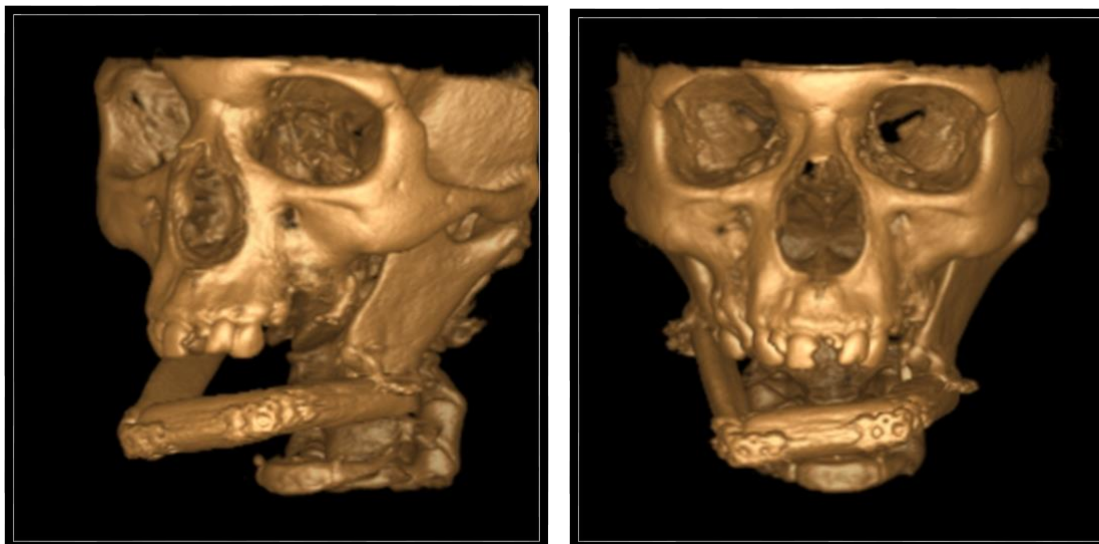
Мультиспиральная компьютерная томография черепа пациентки до начала лечения.
